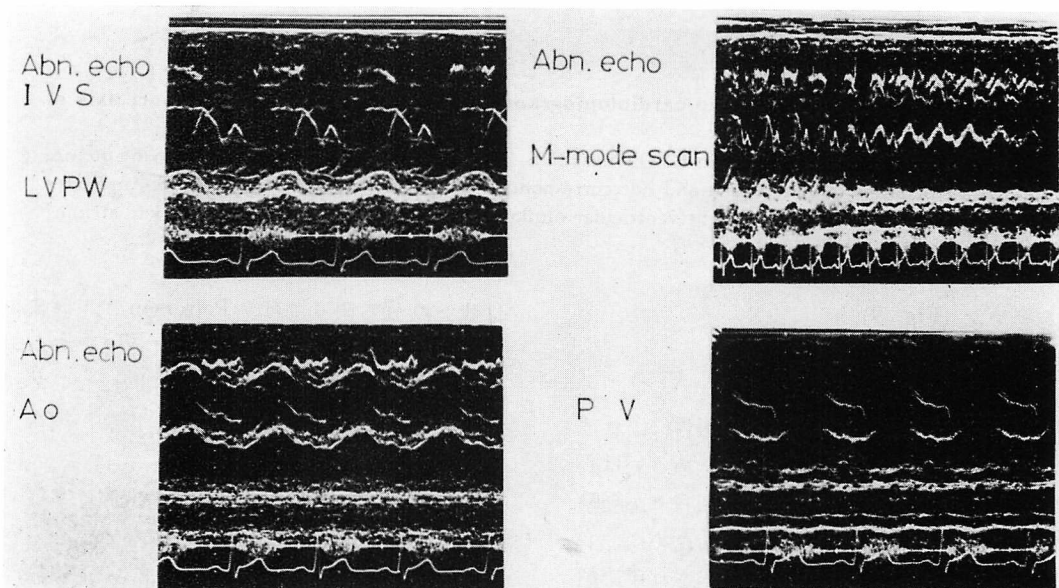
Preoperative echocardiograms in several beam directions.
